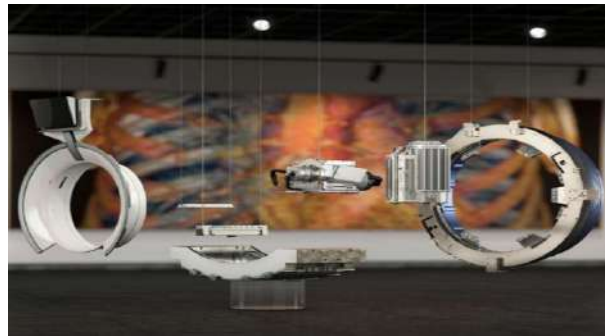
Composants d'un système CT
